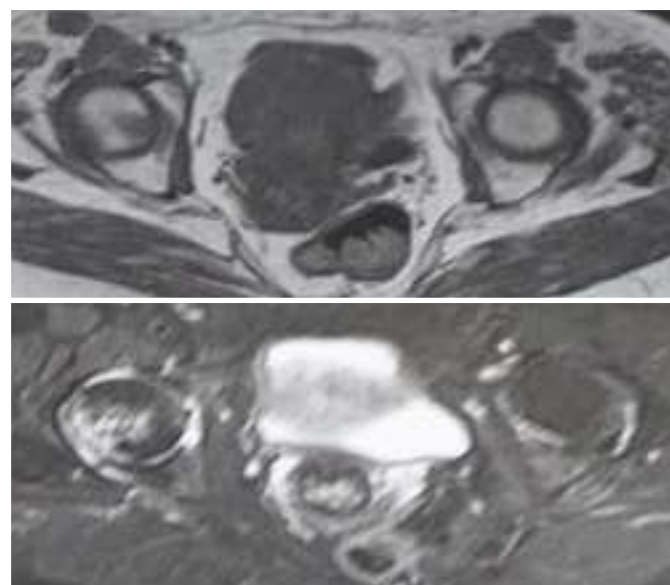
Ressonância Magnética da Bacia em corte axial ponderada em T1 e T2, evidenciando edema ósseo da cabeça femoral à direita com fratura por insuficiência subcondral.
